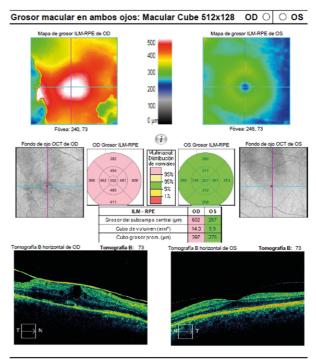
Tomografía de coherencia óptica (OCT) macular. Esta prueba permite visualizar los detalles retinianos a nivel macular, lo que permite objetivar distintas alteraciones maculares que pueden justificar una disminución de la agudeza visual.
